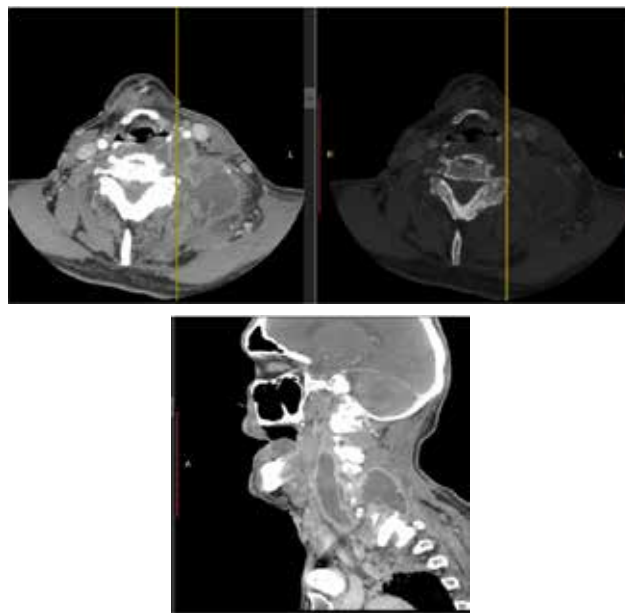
Результати КТ шиї пацієнта під час поступлення
